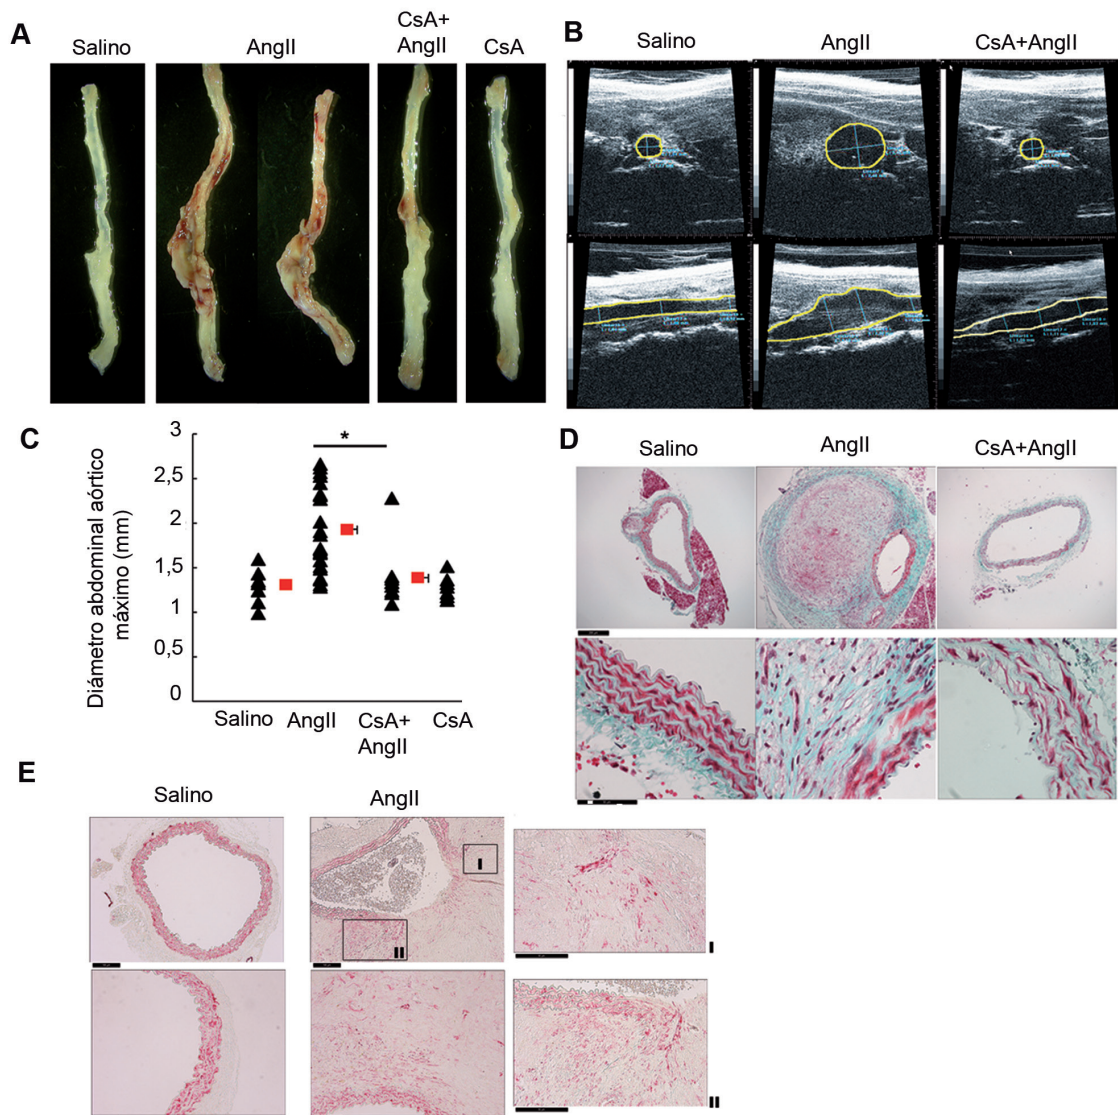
CsA inhibe el desarrollo de AAA inducido por AngII. Ratones *Apoe*^{-/-} fueron infundidos con CsA (5 mg/kg/d) un día antes de comenzar el tratamiento con AngII (1 µg/kg/d) durante 28 días. (A) Imágenes representativas de aorta completa de animales tratados según se indica. (B) Imágenes representativas de ultrasonido de alta frecuencia de aorta abdominal tomadas en transversal (paneles superiores) y en longitudinal (paneles inferiores) a la altura de la aorta suprarrenal. Las líneas amarillas delimitan el lumen arterial. (C) Diámetros abdominales aórticos máximos medidos en mm en imágenes tomadas de forma transversal. Los triángulos y cuadrados representan animales individuales y medias ± SEM, respectivamente. El número de ratones por grupo utilizado fue de 9 salinos, 24 AngII, 9 AngII+CsA y 7 CsA. *p < 0,05. (D) Imágenes representativas de tinción con Tricrómico de Masson en secciones de aorta abdominal al nivel suprarrenal. Escala: 200 µm (paneles superiores); 50 µm (paneles inferiores). (E) Imágenes representativas de IHQ para SMA en secciones de aorta abdominal a nivel suprarrenal. Escala: 100 µm (paneles superiores), 50 µm (panel de abajo y paneles I y II). Los resultados mostrados son sumatorio de dos experimentos independientes y representativos de cuatro realizados.
